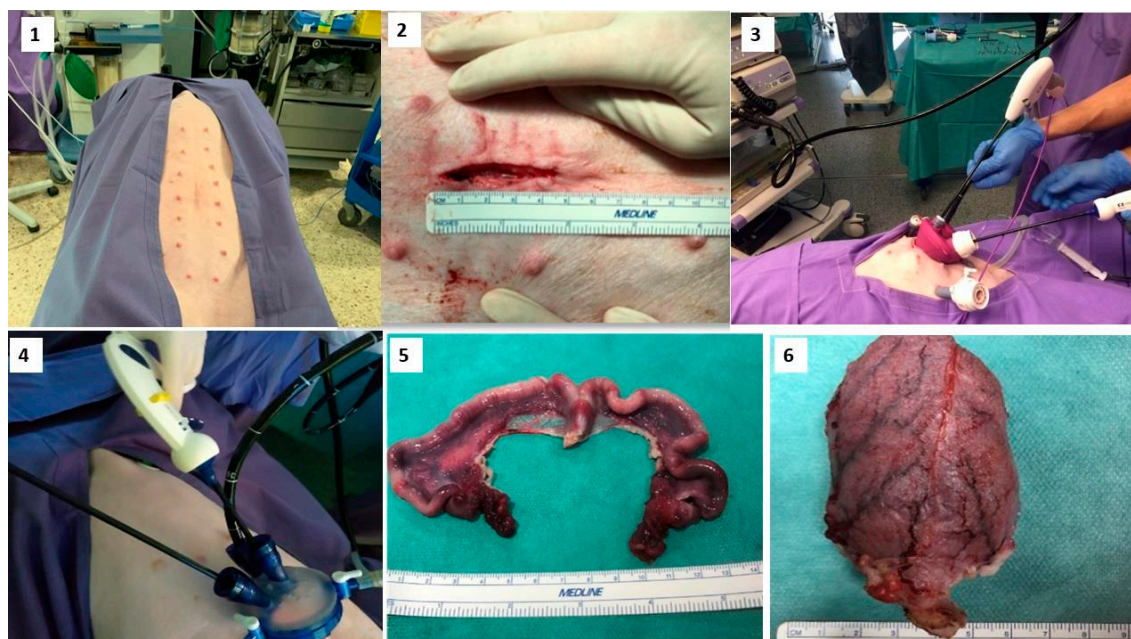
Procedimiento Fase experimental I: (1) posición DS (2) Incisión centroabdominal (3) UNI-VEC® (4) GelPOINT® (5) pieza HST (6) pieza (CT). Fuente: Imágenes propias realizadas en el CTF-XXIAC
